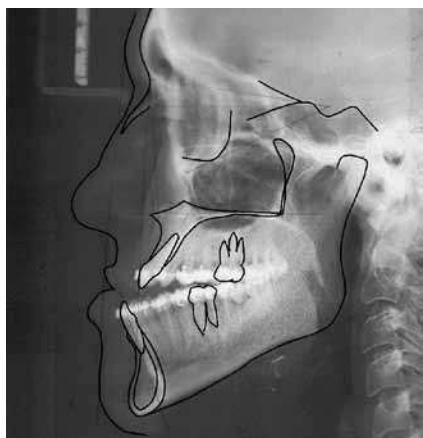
Боковая телерентгенограмма перед операцией
